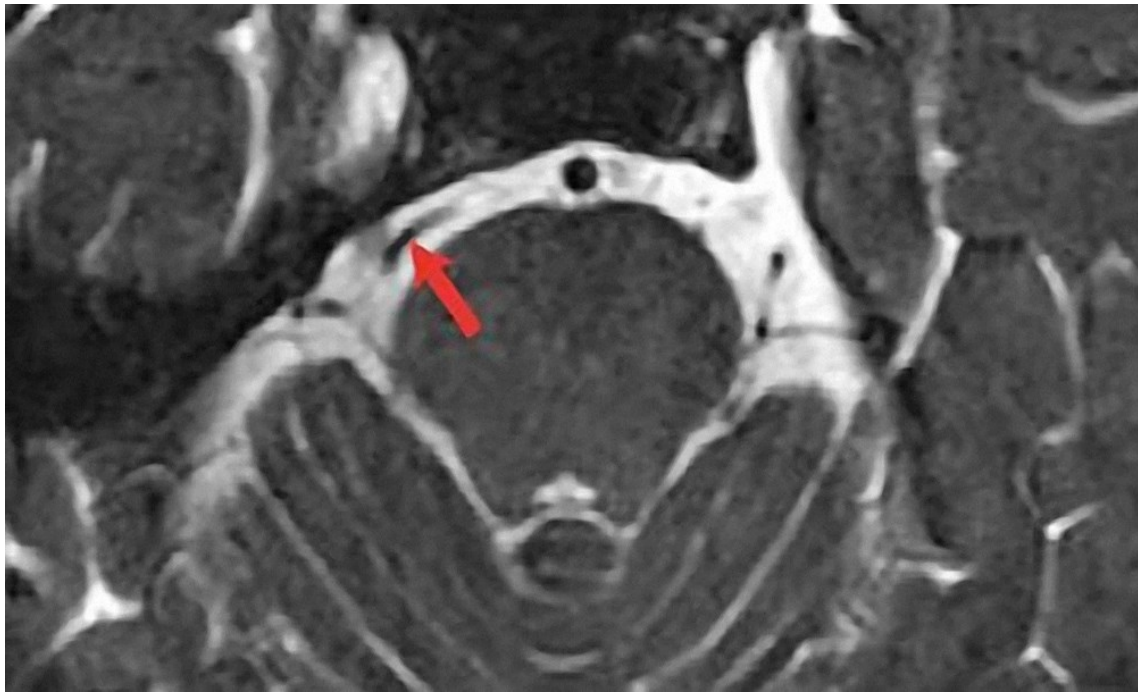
MRI T2W 加权像轴位片显示在脑池段血管袢（红色箭头）压迫了右侧三叉神经。
